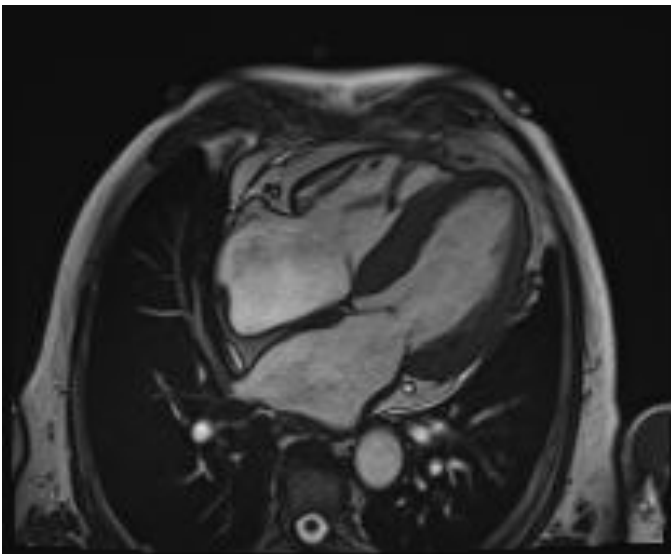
HVI por resonancia en paciente con amiloidosis
